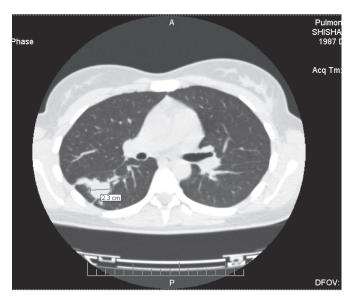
Аксиальный срез МСКТ, больной Ш.
